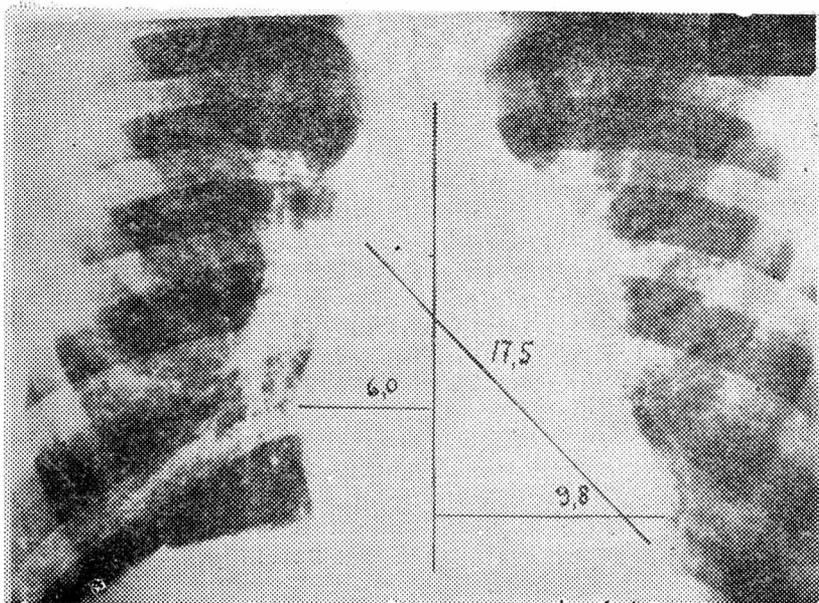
Телерентгенограмма больного П. 28.X.1965 г., через 26 дней после дефибриляции. Длинник сердца 17,5 см, поперечник 15,8.
